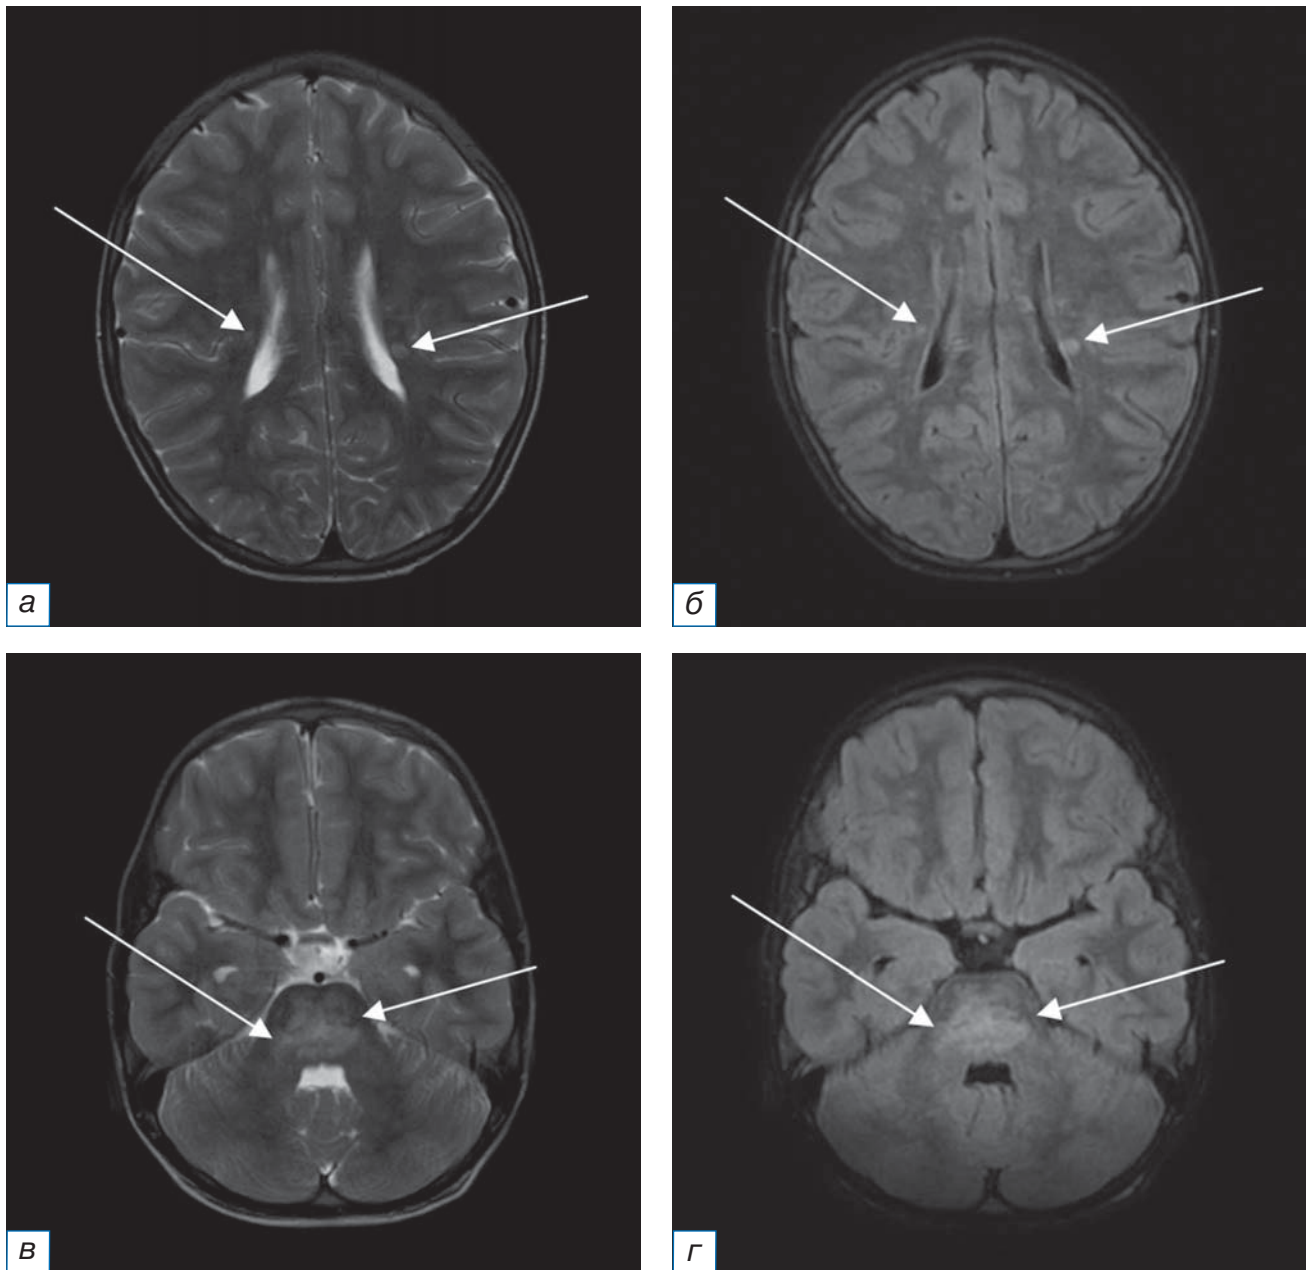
Первичное МРТ головного мозга в аксиальной плоскости от 12.03.2020 без внутривенного контрастного усиления (*а, в* — режим Т2-ВИ; *б, г* — режим FLAIR): определяются множественные билатеральные точечные и криволинейные мелкие очаги измененного МР-сигнала, в том числе сливного характера, расположенные в мосту, мозжечковых ножках и белом веществе гемисфер мозга и мозжечка (стрелки).
